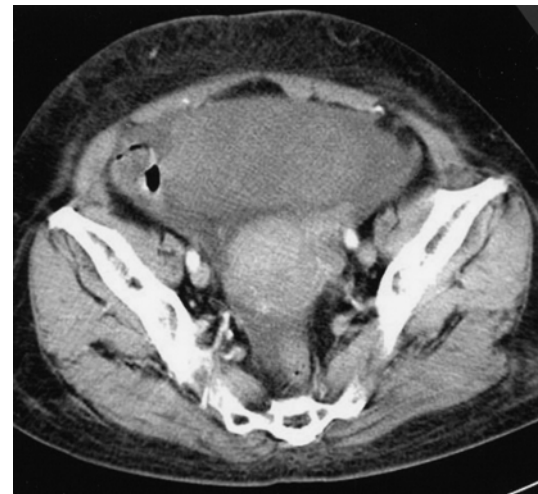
Chest CT shows a left ovarian mass (13×10cm), with pelvic infiltration and ascites.
